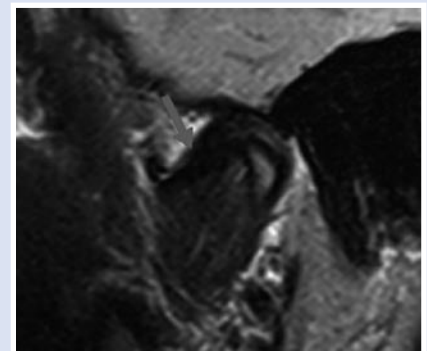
Магнитно-резонансная томография ВНЧС: переднее смещение суставного диска.
